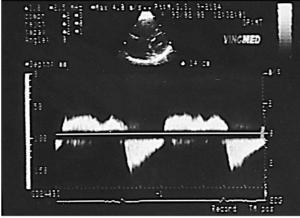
Superior: ecocardiograma 2D Doppler color, plano paraesternal transversal ligeramente oblicuado. En el estudio Doppler color se observa una insuficiencia tricuspídea severa. Inferior: Doppler continuo, flujo transtricuspídeo. Obsérvese el flujo regurgitante tricuspídeo con un perfil «en daga»; AD: aurícula derecha; VD: ventrículo derecho.
